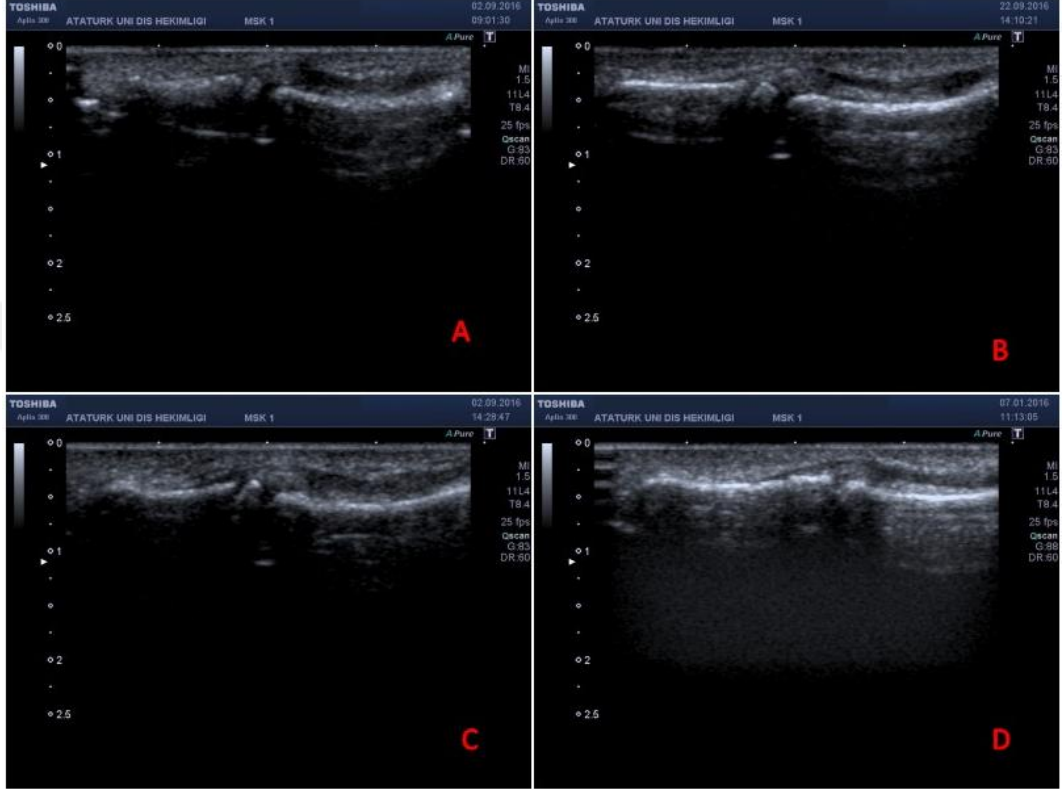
Radial epifizin USG ile görüntülenmesi ve hasta pozisyonu
